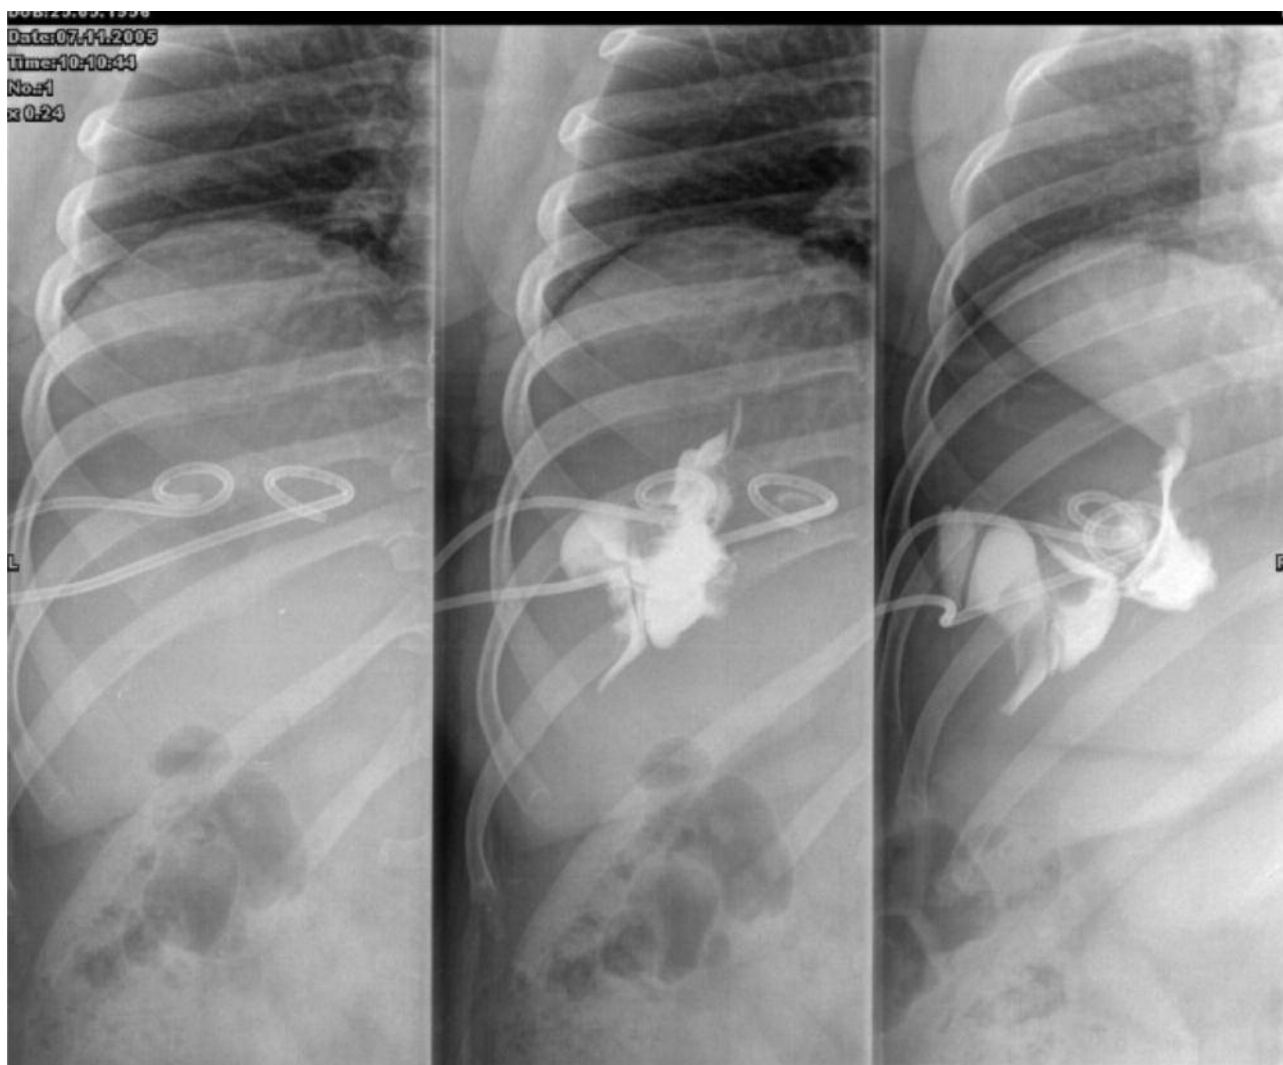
Рентгенологическое изображение двух дренажей в полостях АП с контрастированием через дренаж. Пояснение в тексте
